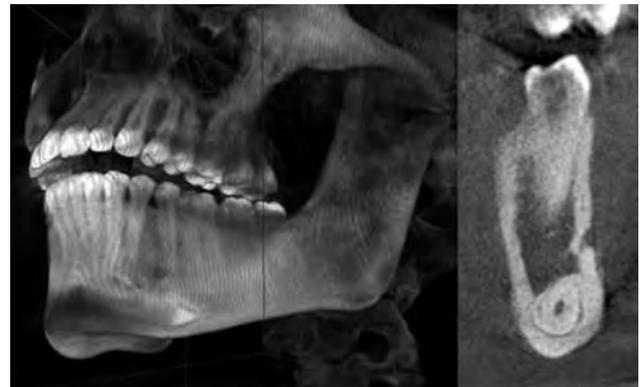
Tomografía de haz cónico reconstrucción 3D y corte coronal.
